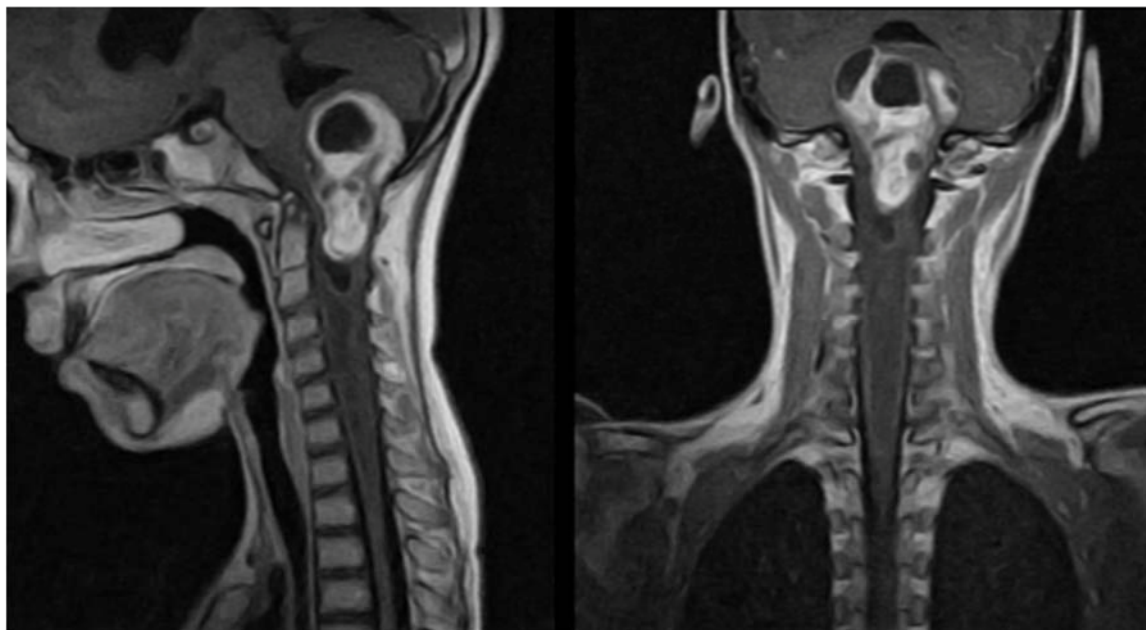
МРТ головного и шейного отдела спинного мозга с контрастом;
